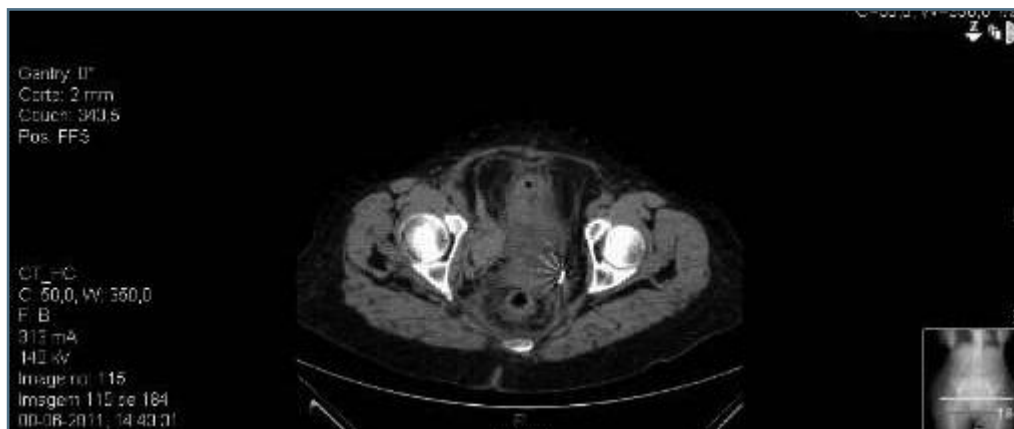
TC pélvica, corte transversal
